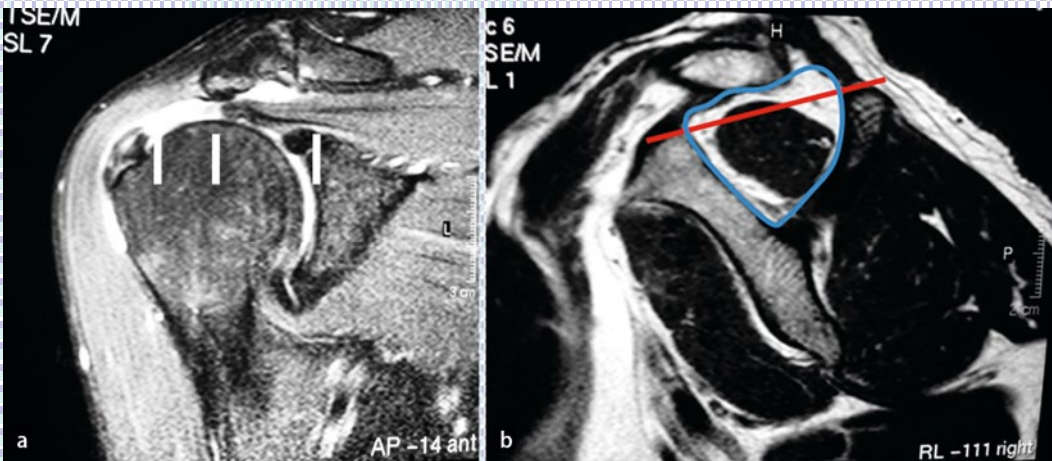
a In der parasfrontalen Schicht lässt sich in der T2-Wichtung gut die Retraktion der Rotatorenmanschette (hier Supraspinatussehne) beurteilen. Man kann den Riss nach Patte einteilen [16]: Wenn der Riss ansatznah bis maximal zum Apex humeri (Patte 1) oder vom Apex humeri bis maximal zum Glenoidrand zurückgezogen ist (Patte 2), sind statistisch die Erfolgsraten höher als eine noch weitere Retraktion (Patte 3). In dem Bild ist ein Riss der Supraspinatussehne mit Retraktion bis kurz vor den Apex humeri zu sehen, also ein recht ansatznaher Riss, Typ Patte 1. b Wichtig für die Beurteilung der Erfolgsraten nach Refixation der Sehnen ist auch der Grad der Verfettung und der Atrophie des anhängigen Muskelbauchs. Je weiter die Degeneration der Muskulatur fortgeschritten ist, desto schlechter sind die Erfolgsraten nach einer Refixation. Man beurteilt die Fläche des Muskels in der Fossa supraspinata im Vergleich zur Gesamtfläche, die auch von Fett gebildet wird. Am besten lässt sich diese Unterscheidung Fett zu Muskel in der T1-Wichtung vornehmen. Eine Einteilung kann im MRT gemäß der Adaptation nach Fuchs [5] entsprechend der CT-Klassifikation von Goutallier durchgeführt werden [7]. Sinnvoll ist die Refixation am ehesten, wenn die Fläche Muskel zu Fett nicht kleiner als 40–50% ist. Im vorliegenden Fall ist nur ein geringer Fettsaum um einen noch gut erhaltenen Muskel vorhanden (die *blaue Linie* umfährt die Gesamtfläche). Die Atrophie lässt sich grob an einer Tangente über die Spitzen des Processus coracoideus und der Spina scapulae abschätzen. Sofern die Tangente (*rote Linie*) den Muskelbauch schneidet, ist die Atrophie noch nicht zu weit fortgeschritten [21]
